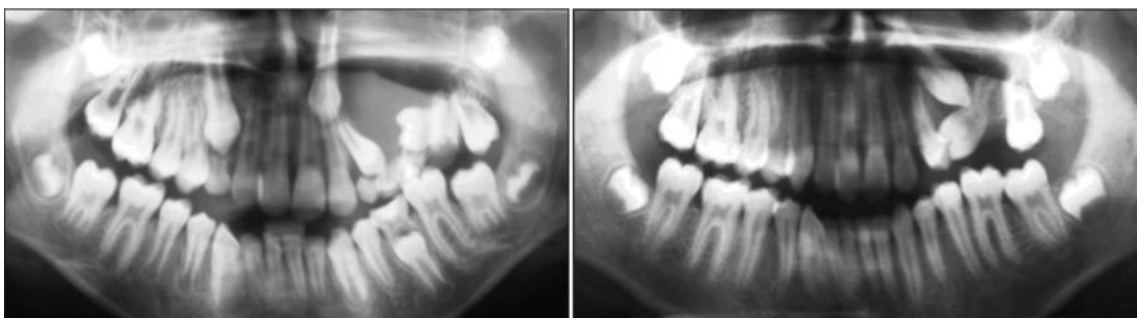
Radiographies panoramiques montrant la présence d'une lésion kystique secteur 2, puis l'évolution de la transposition entre 23 et 24 après traitement de cette lésion (source : Tanaka *et al.*, 2019).
